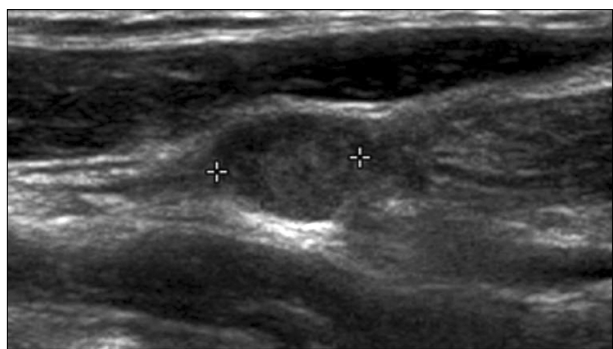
Cervical lymph node in ultrasonography: Ultrasonography shows an enlarged cervical lymph node in patient with papillary thyroid cancer.
